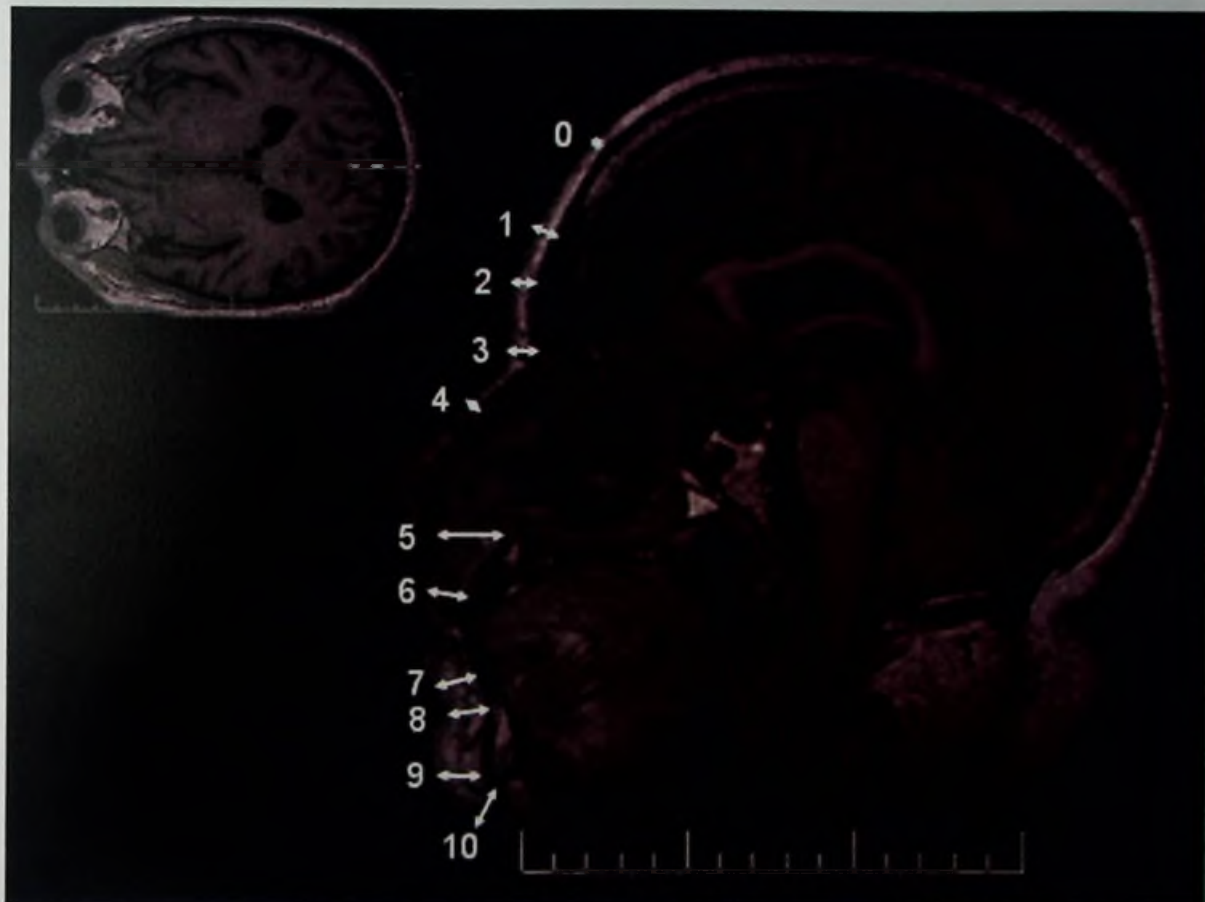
Imagens de corte axial e sagital provenientes de exames de RM. Na parte superior esquerda corte axial, utilizado na localização da linha média (linha tracejada) para guiar a determinação do corte sagital mediano, figura maior e mais centralizada, onde serão realizadas as medidas de espessura de tecidos moles. As setas são indicativas do correto posicionamento da ferramenta de medidas quanto ao local em que se encontram os pontos craniométricos P0 a P10, bem como, do seu direcionamento perpendicular entre a estrutura óssea e o seu respectivo correspondente mais superficial na pele.
